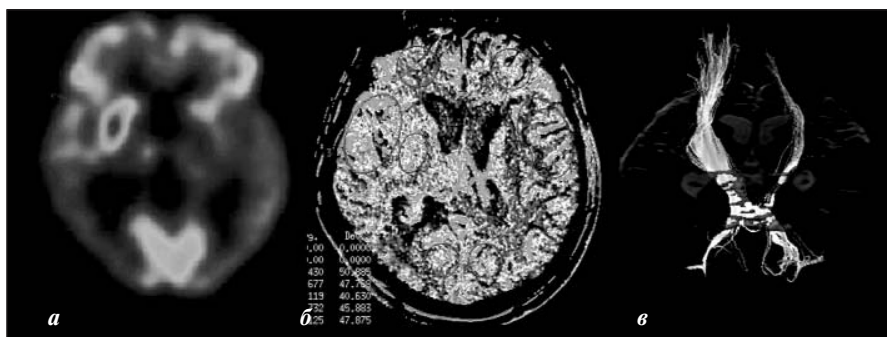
Метаболизм по данным ПЭТ (а), скорость мозгового кровотока по данным КТ-перфузии (б) и асимметрия кортико-спинальных трактов за счет левой стороны по данным МР-трактографии (в) головного мозга
